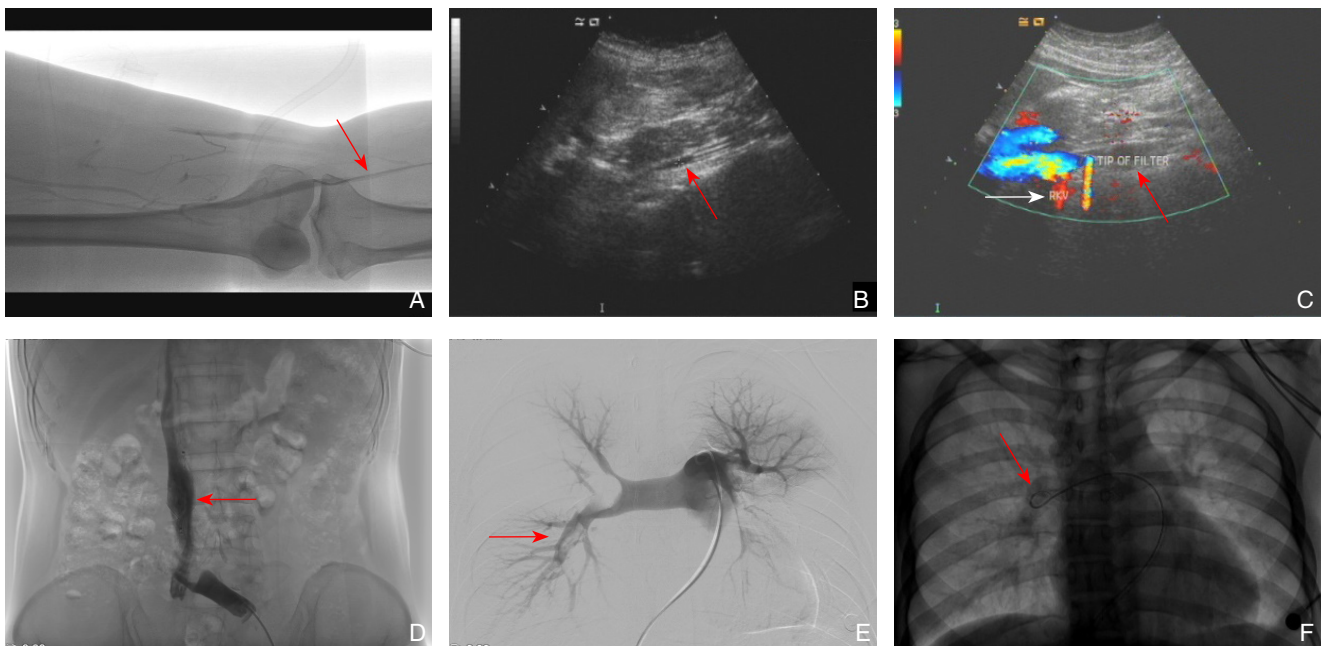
术中照片 A: 经胫后静脉穿刺下肢深静脉置管 CDT (红色箭头所指为下肢深静脉内的溶栓导管); B: 超声引导的 IVCF 置入 (红色箭头所指为下腔静脉内的输送鞘头端); C: 超声引导的 IVCF 释放后 (红色箭头所指为释放完毕的 IVCF, 白色箭头所指肾静脉); D: DSA 引导的 IVCF 置入 (红色箭头所指为释放完毕的 IVCF); E: PTE 患者肺动脉造影 (红色箭头所指为右下肺动脉血栓栓子); F: DSA 引导下右肺动脉导管碎栓术 (红色箭头所指为带有导丝的 pigtail 导管头端正在进行碎栓)
